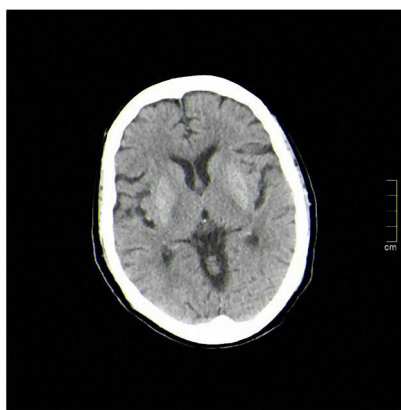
Imagen de tomografía axial computarizada (TAC) cerebral que muestra un aumento simétrico de la densidad putaminal sin relevancia clínica.
